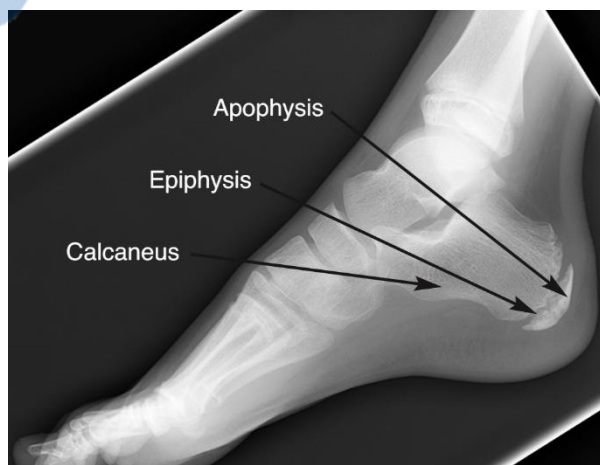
Radiographie de l'arrière pied chez un jeune
